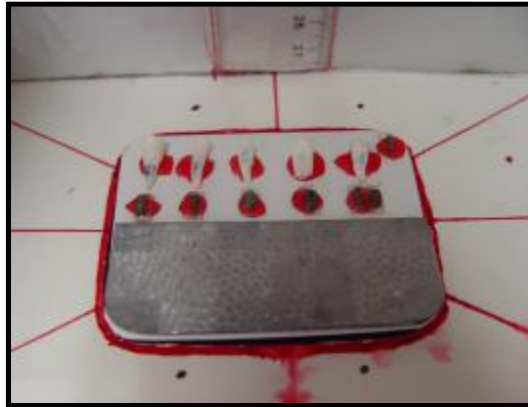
Posicionamento dos dentes para realização das radiografias no sentido vestibulo-lingual
